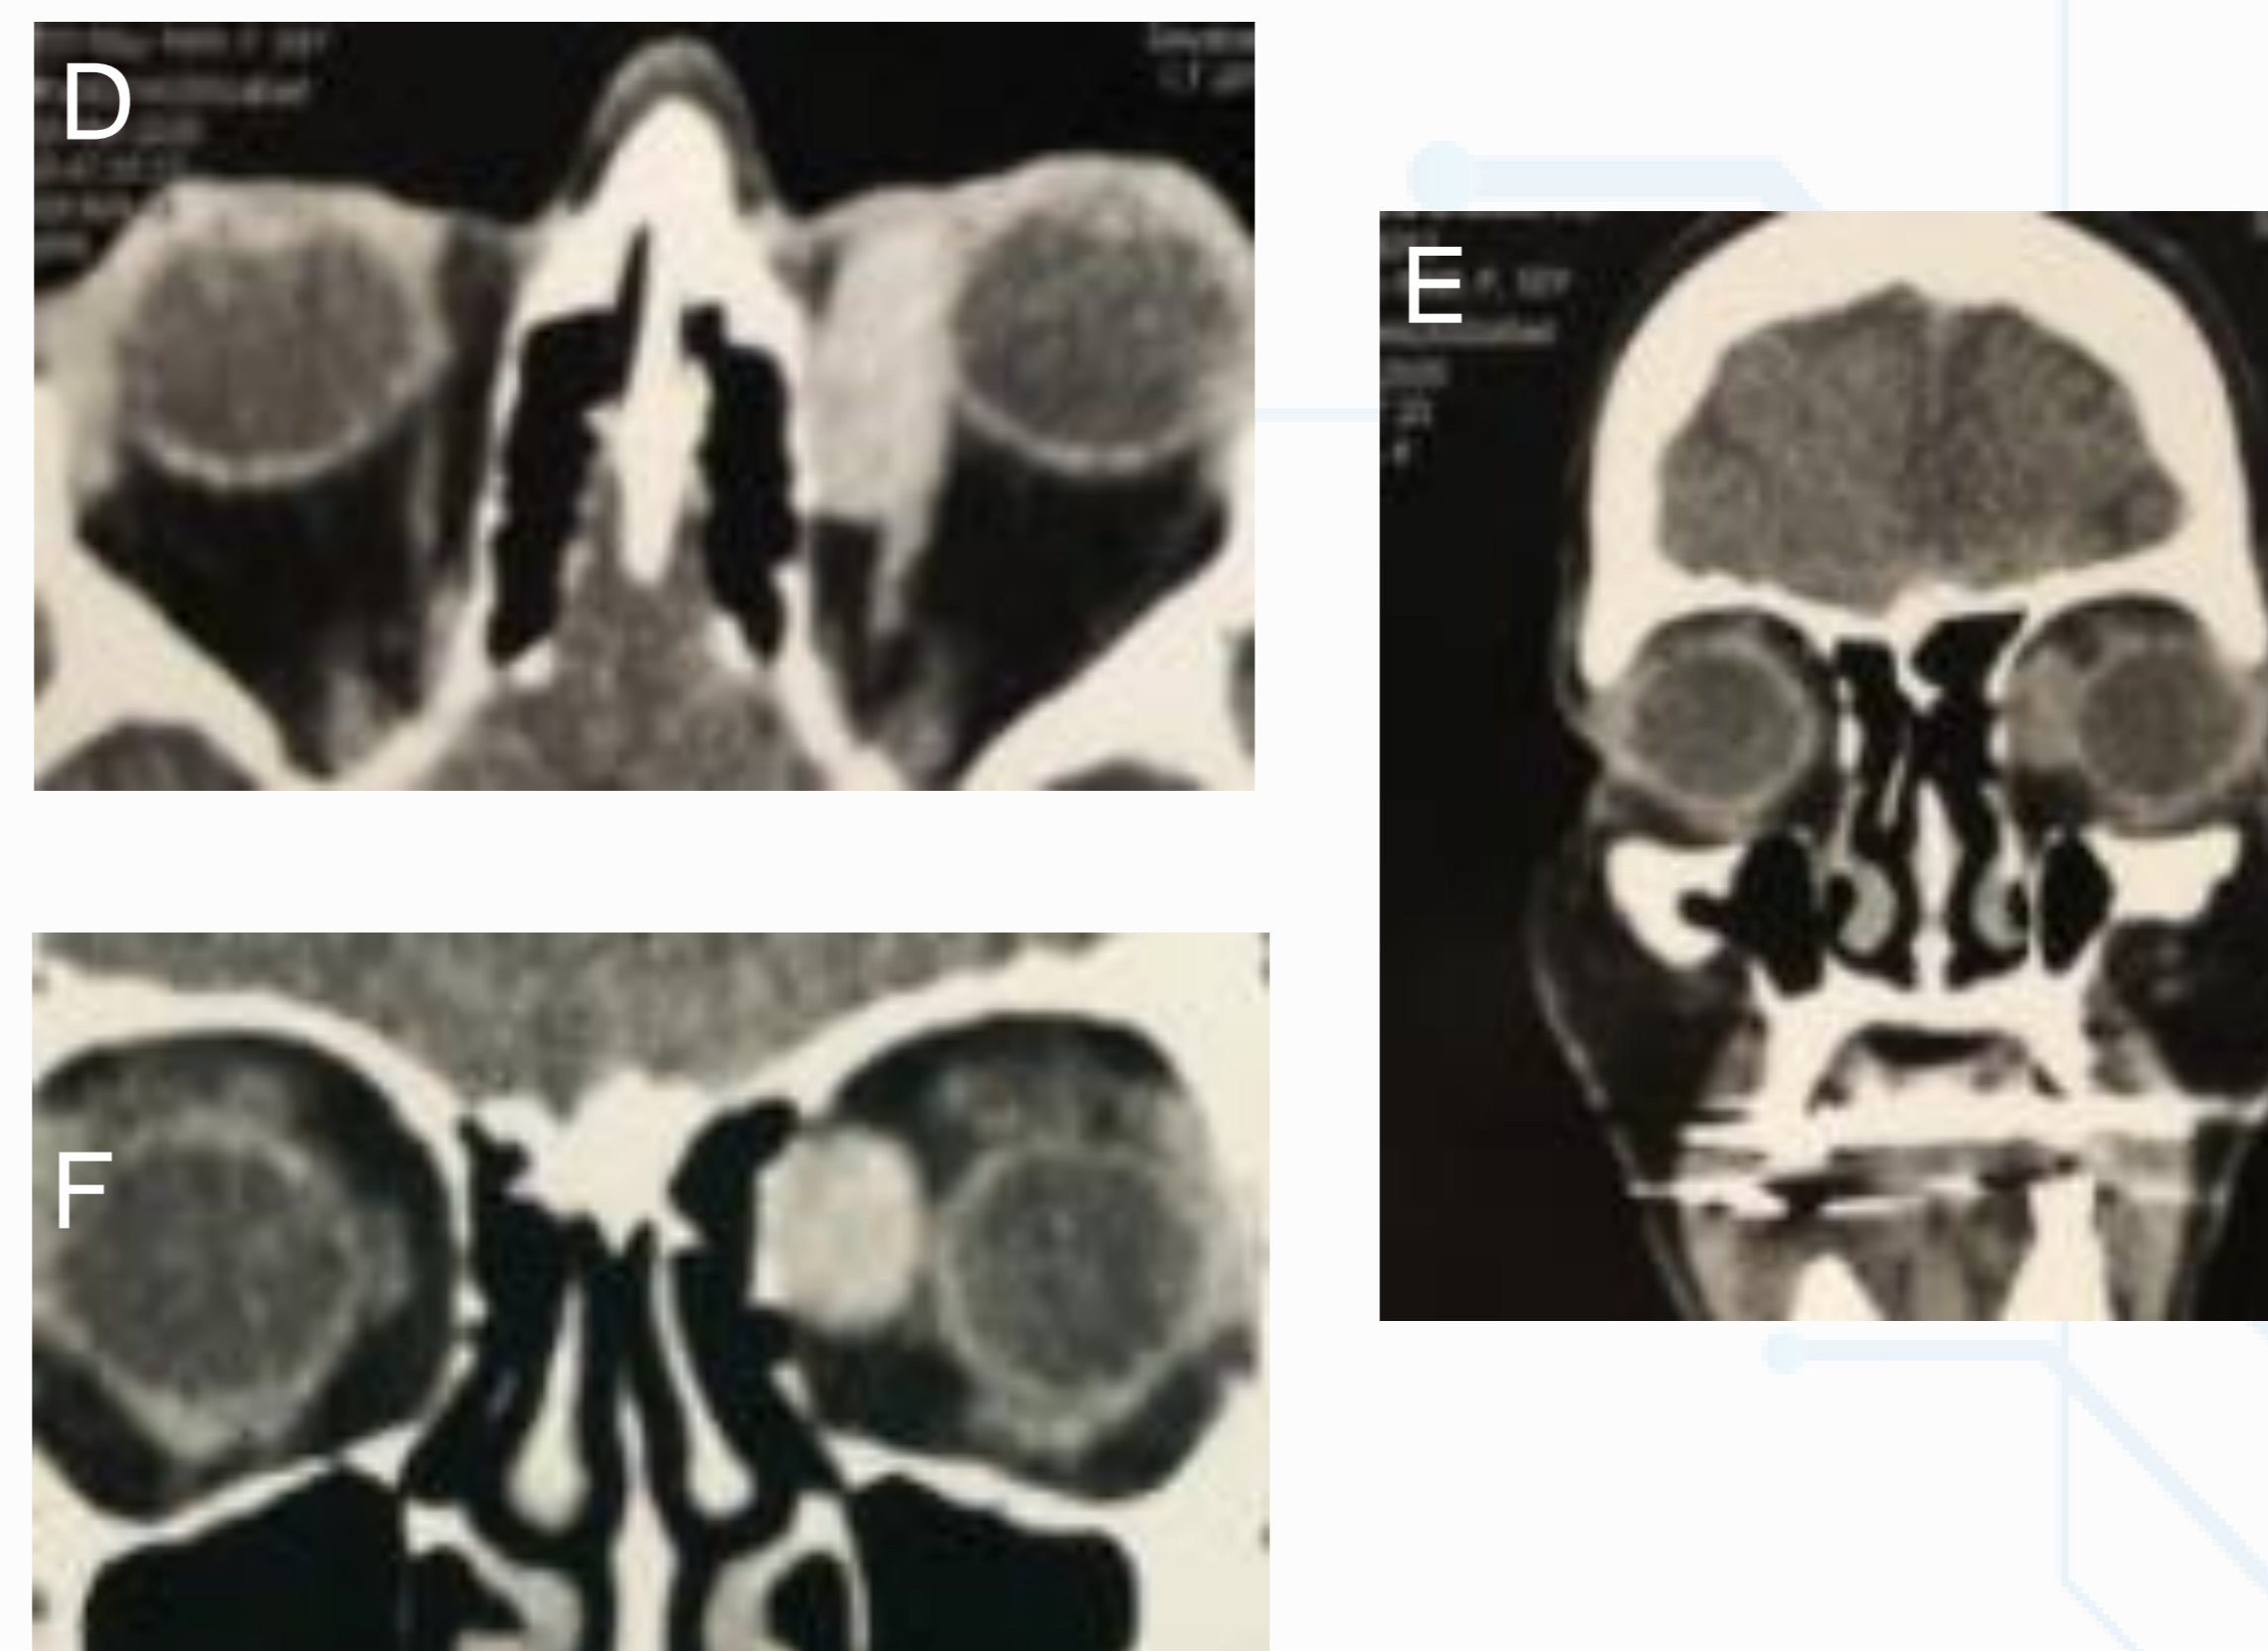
Corte Axial de Tomografia Computadorizada (TC) de órbita mostrando nódulo medial em OE, circunscrito e extraconal. Figura E: Evidenciando o nódulo medial em OE em corte coronal de TC de órbita. Figura F: nódulo homogênea hipercaptante em OE em corte coronal de TC de órbita.
